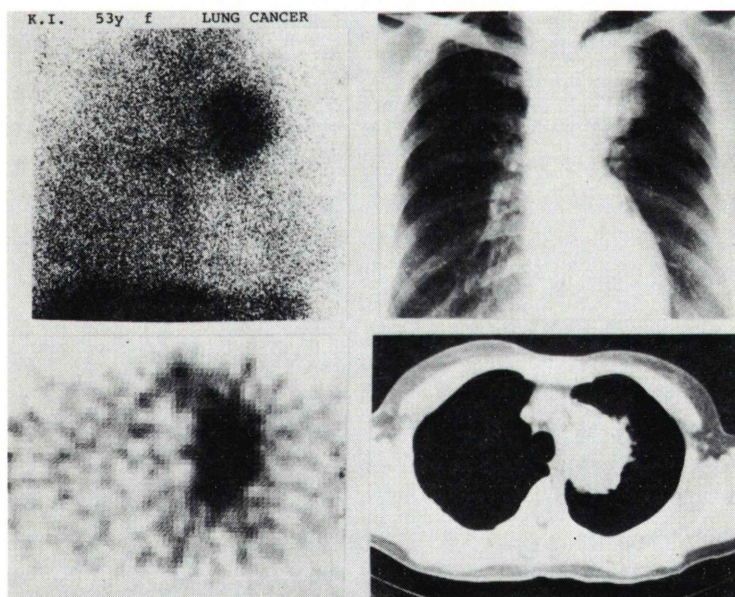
A 53-year-old female with adenocarcinoma of the lung. Chest X-ray shows a tumor shadow in the left upper field of the lung and conventional gallium-67 scan reveals abnormal accumulation in the portion corresponding to the shadow. The reconstructed image clarified transaxial extension of the tumor which was confirmed by X-ray CT and on thoracotomy.
